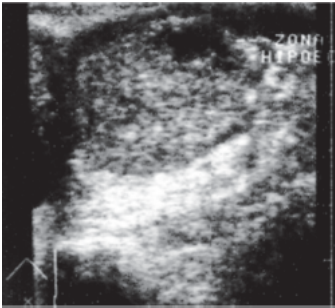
Câncer da próstata. Ultrassonografia transretal, vendo-se imagem hipocogênica no lobo esquerdo (zona periférica).
